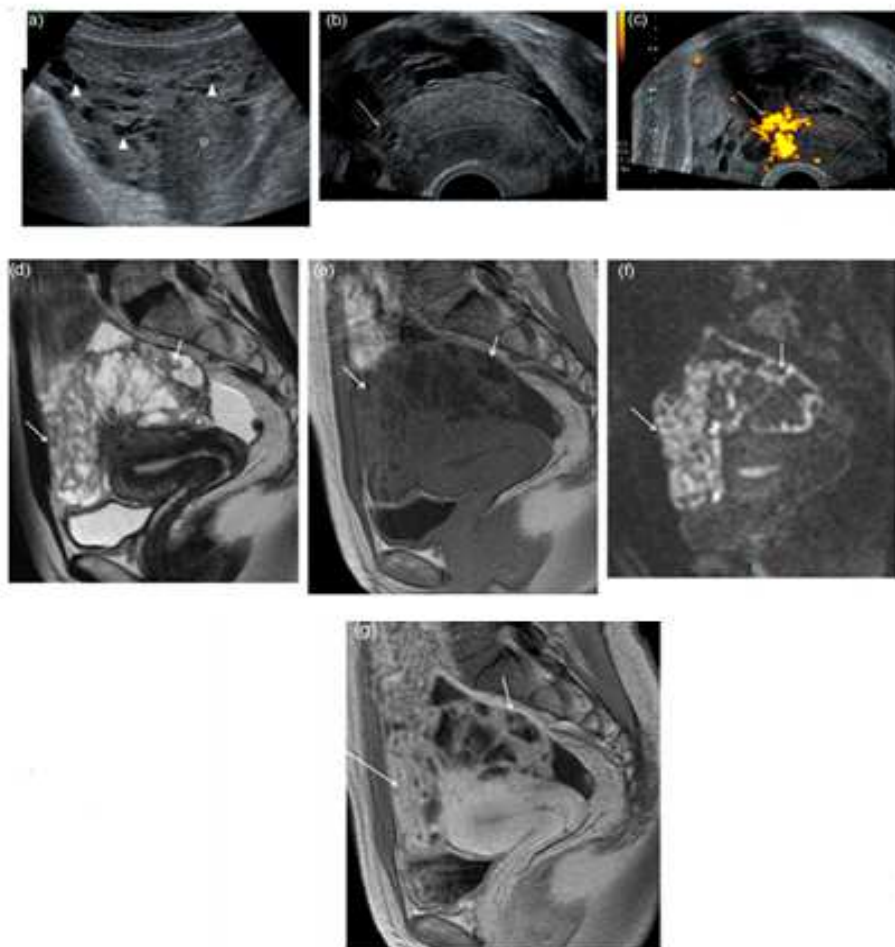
l'aspect d'un leiomyosarcome sur l'échographie sus-pubienne et l'IRM pelvienne (l'échographie sus-pubienne (a ;b ;c) retrouvait une masse englobant l'utérus (U) dont l'origine n'est pas identifiable, hétérogène avec composantes microkystiques (a, têtes de flèches). Par voie endovaginale, mise en évidence d'un raccordement au myomètre (b, flèche) par un gros pédicule hypervascularisé (c, flèche). Complément IRM demandé pour caractérisation. Masse développée en « chou-fleur » (d, flèches) à point de départ myométrial externe, de signal élevé en T2 (d) avec association de tissu solide de signal intermédiaire et de structures kystiques. Absence de remaniement hémorragique en T1 (e). En diffusion (f ;g) hypersignal du tissu qui était en signal intermédiaire T2. Rehaussant hétérogène après injection des portions solides.
